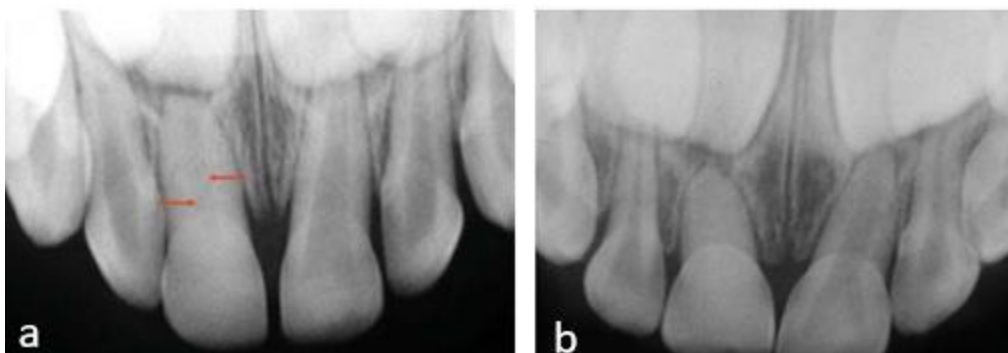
image radiographique montrant une dégénérescence calcique
